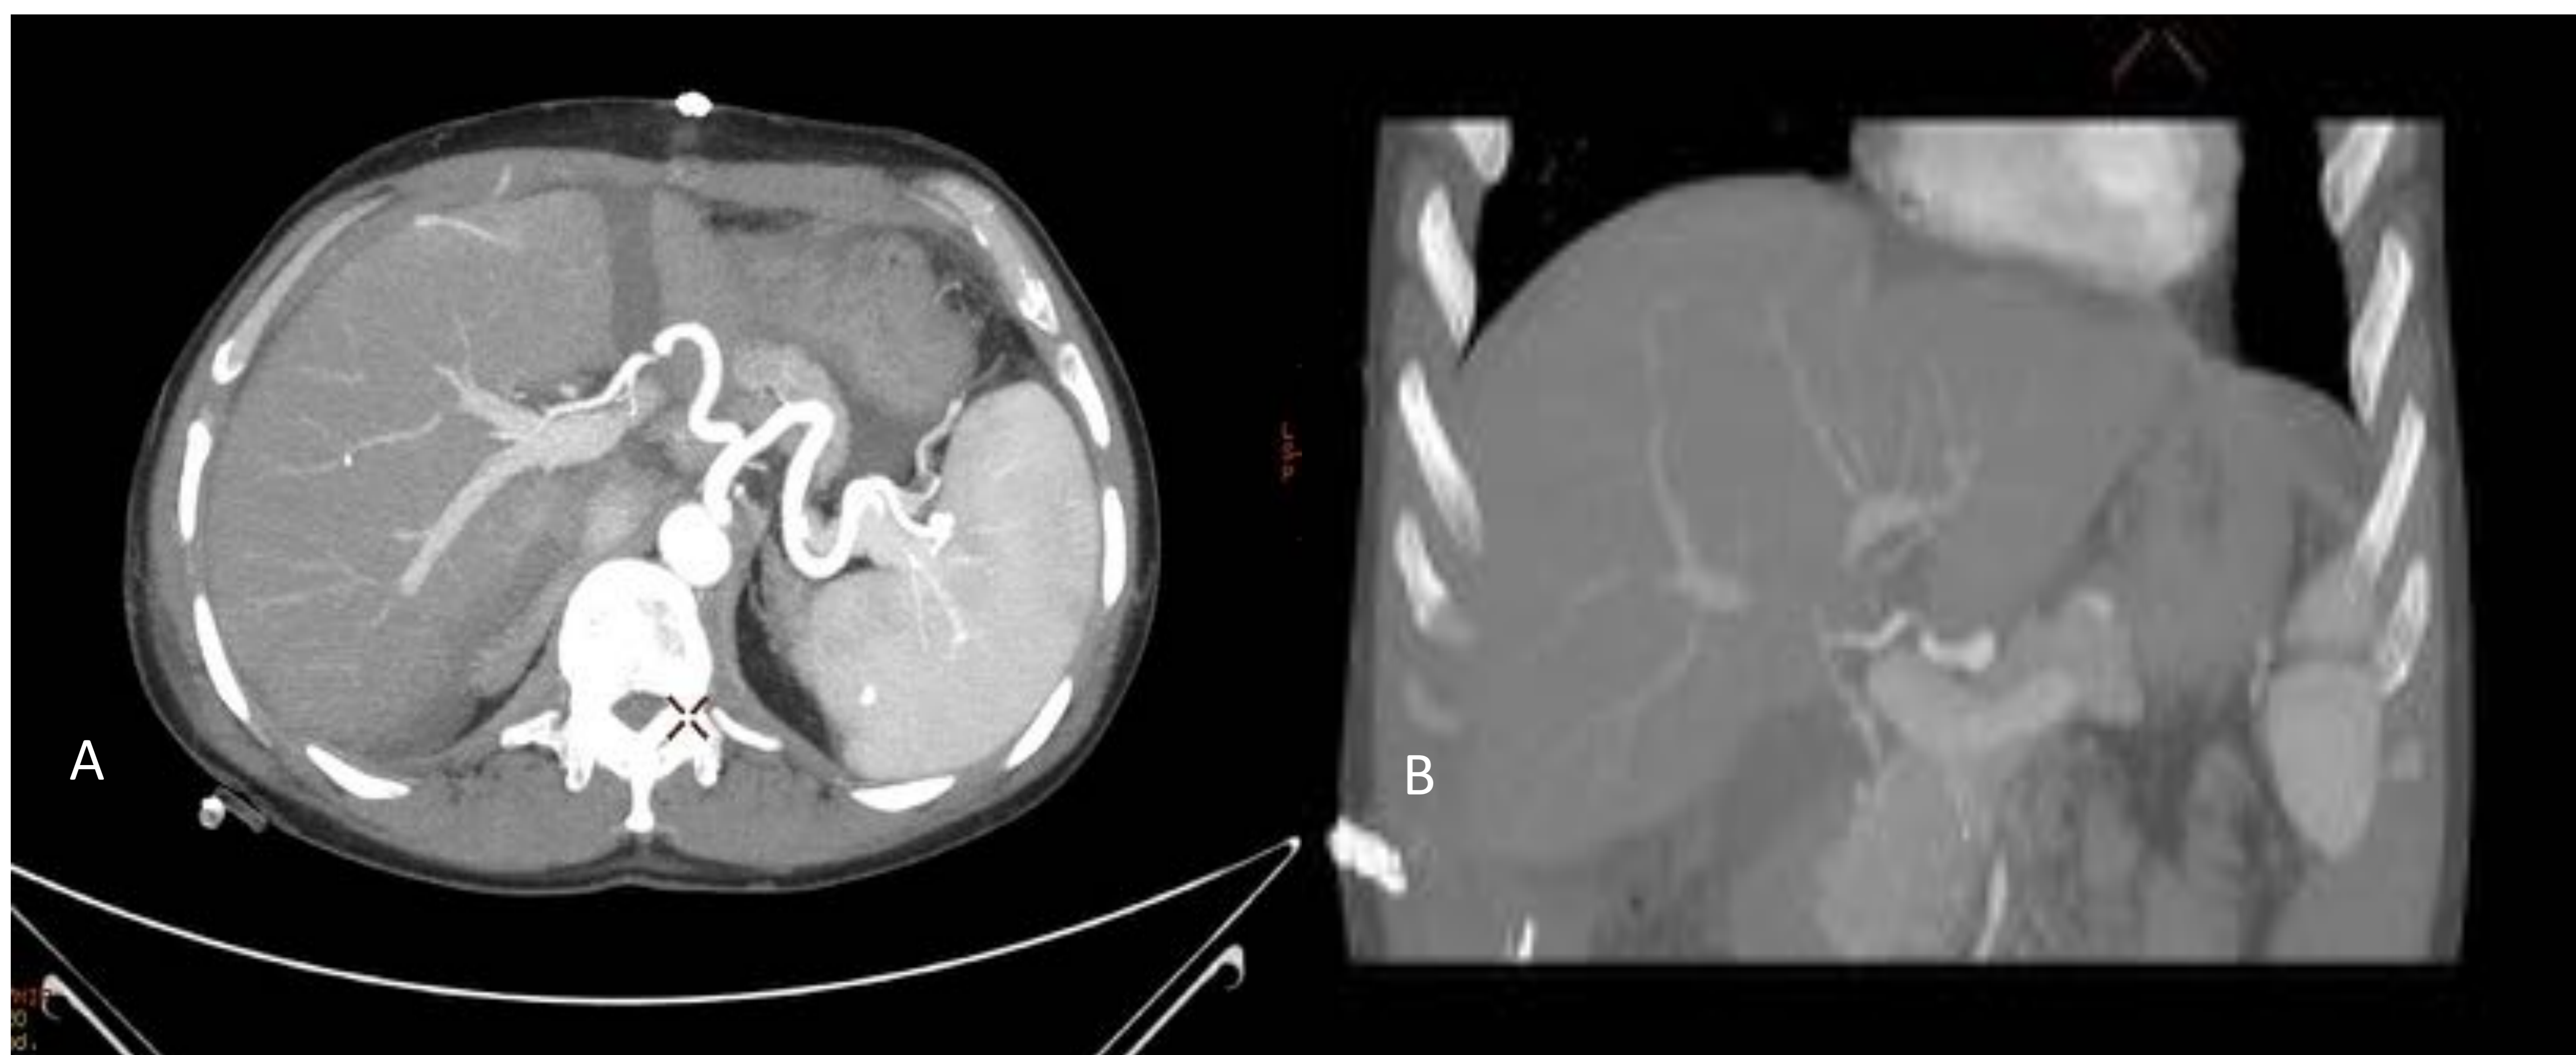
Imagen A y B: Reconstrucción MIP en cortes axial y coronal de una TC con contraste en fase arterial donde se observa una estenosis en la anastomosis de la arteria hepática.
